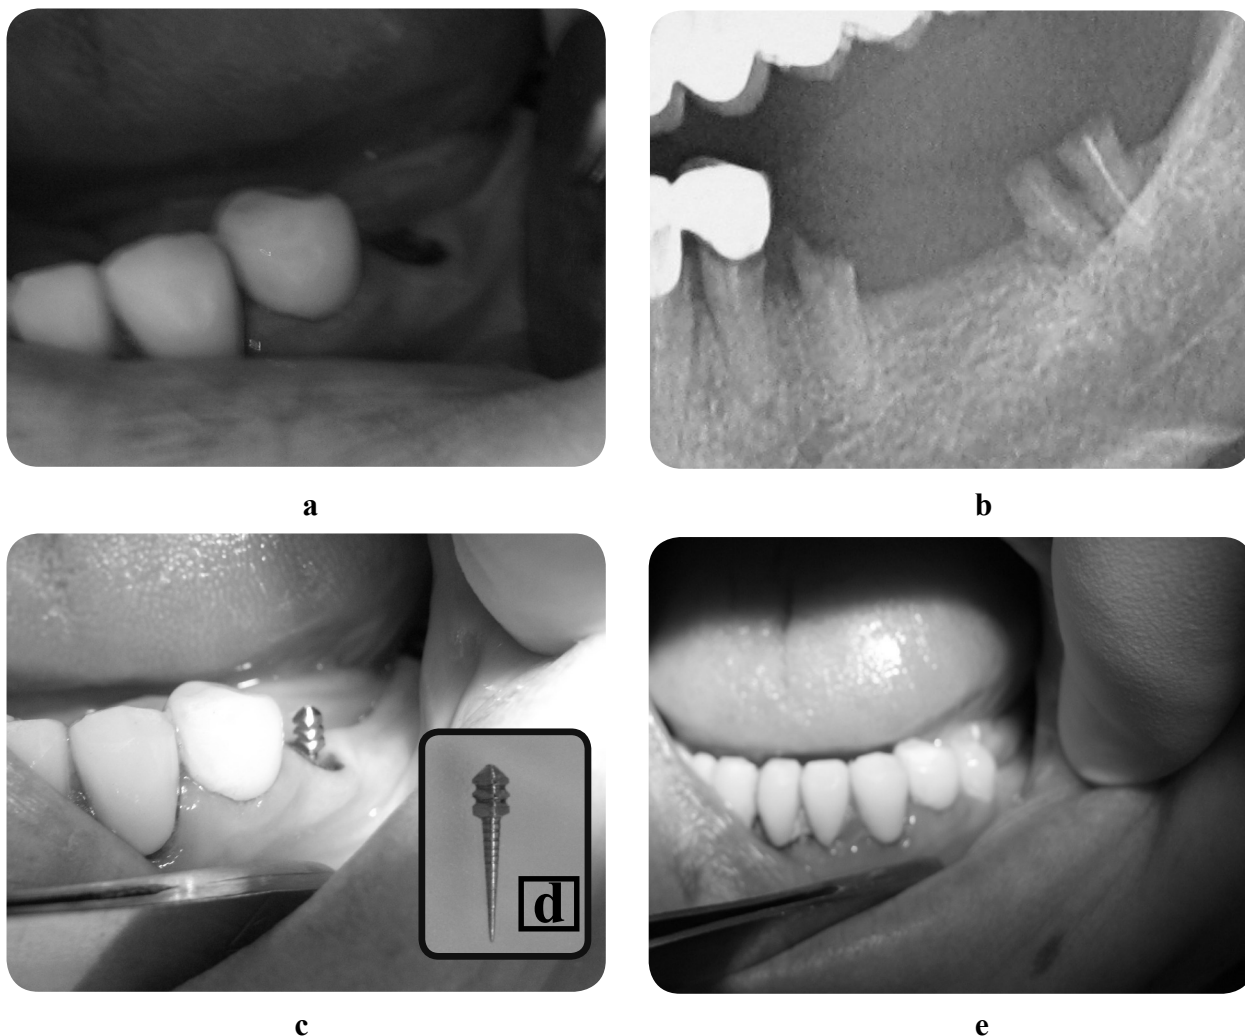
Caz clinic 5: a) Stare după decimentarea unei lucrări protetice vechi cu desființarea bontului coronar al d. 35, eritem și edem al gingiei circumdentare, ușor sângerândă la atingere; b) Segment din imaginea O.P.T. Se decelează distrucția totală a bontului coronar al d. 35, schimbări periapicale incerte; c) Ajustarea pivotului selectat pentru RPE d.35; d) pivotul intracanal ar metalic ales; e) Rezultatul final al RPE a d. 35
